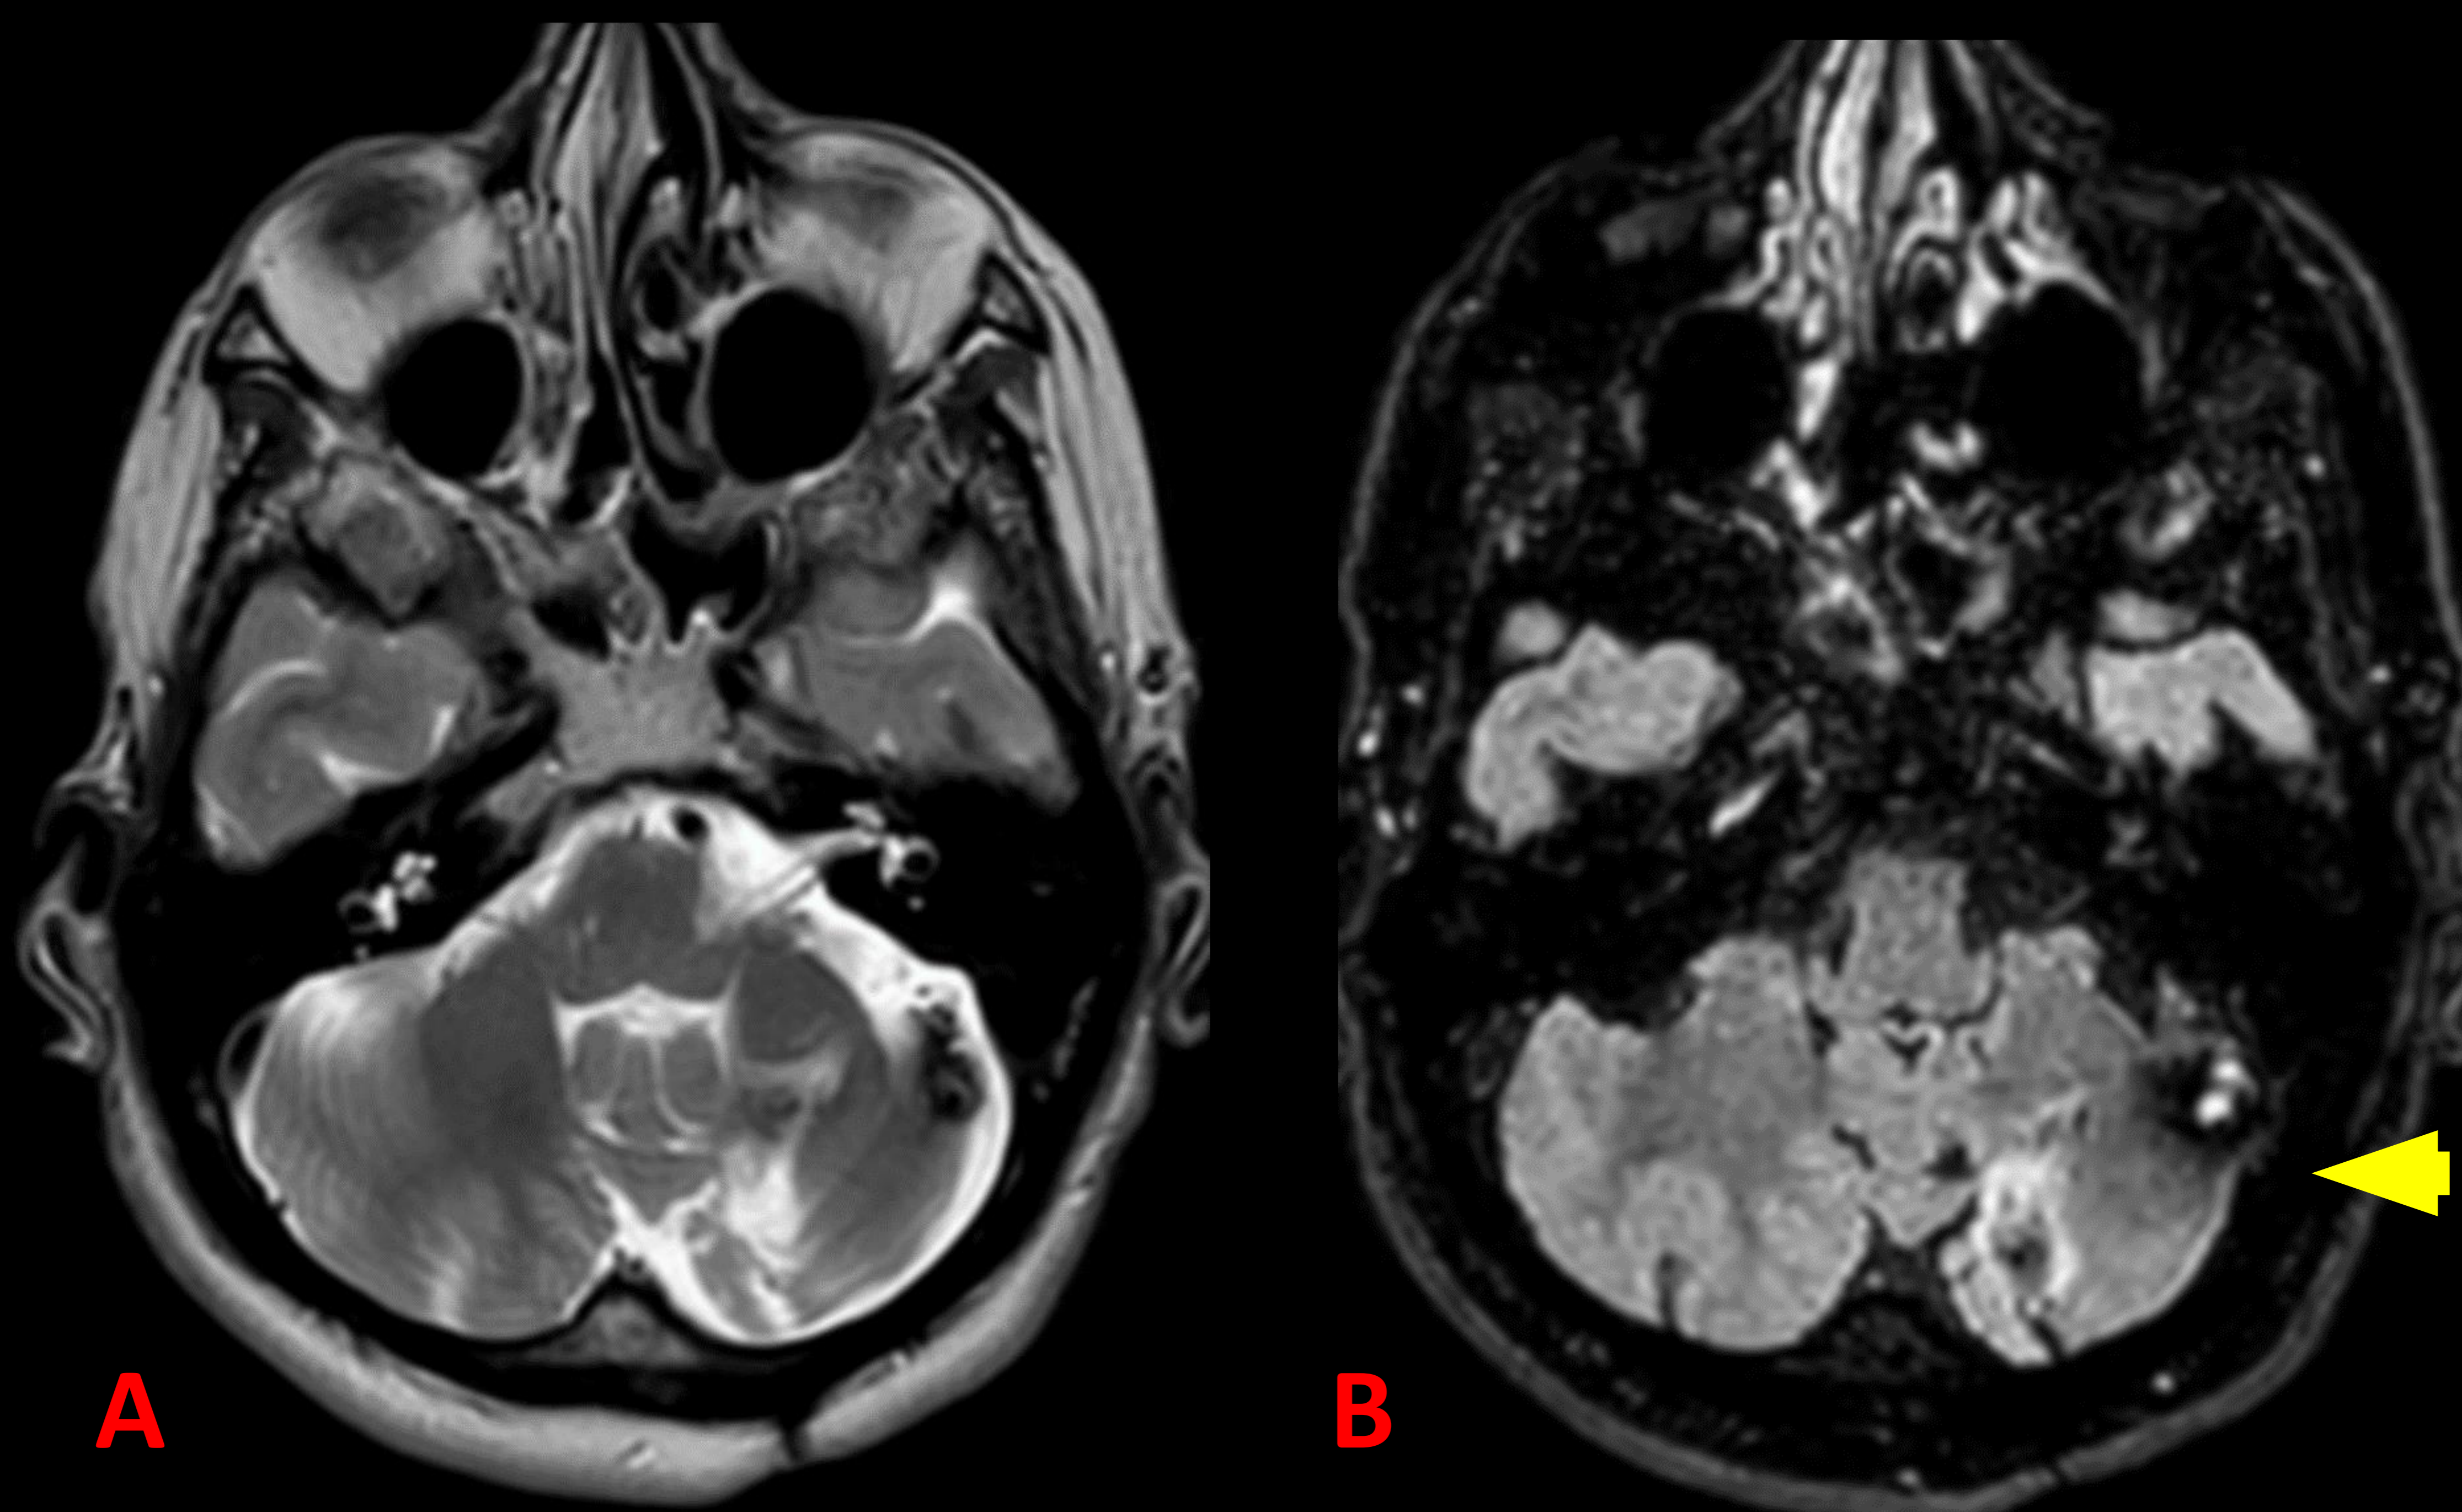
Imágenes de RM potenciadas en T2 (A) y T1 (B). Varón de 57 años con lesión en la vertiente posterior del cuarto ventrículo de 12 mm. Morfología en palomita de maíz, compatible con cavernoma (tipo II Zabramski). Asocia estructura lineal hiperintensa en T2 e hipointensa en T1 en relación con anomalía del desarrollo venoso asociada.
